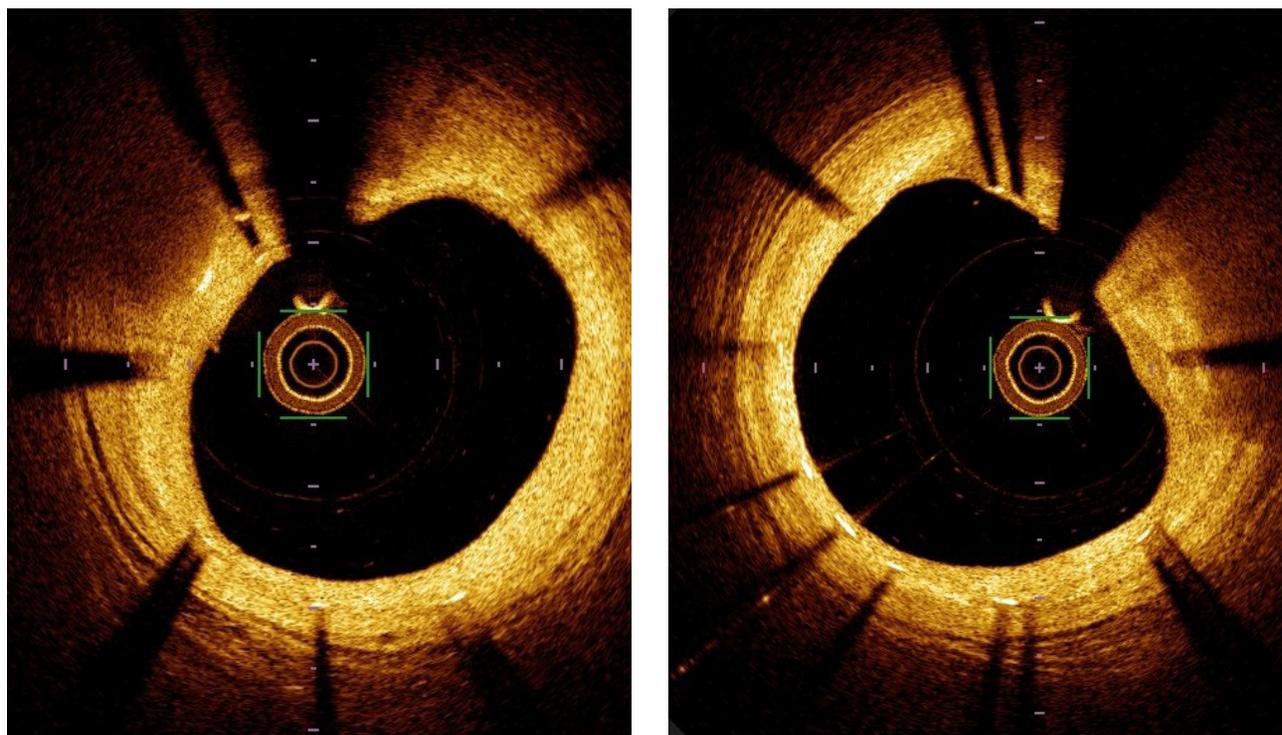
Оптическая когерентная томография коронарной артерии с имплантированным стентом Synergy
